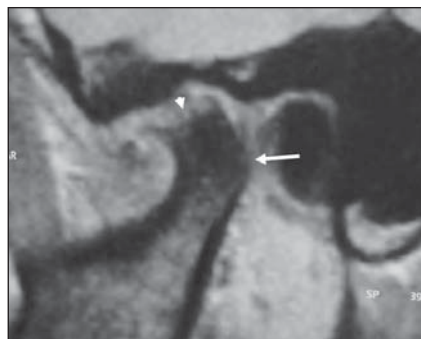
Osteonecrose. Imagem em plano sagital de RM ponderada em T2: notar marcada irregularidade do contorno condiliano (ponta de seta), com sinal heterogêneo, havendo esclerose da medular do restante do côndilo, caracterizada pela hipointensidade de sinal (seta).
